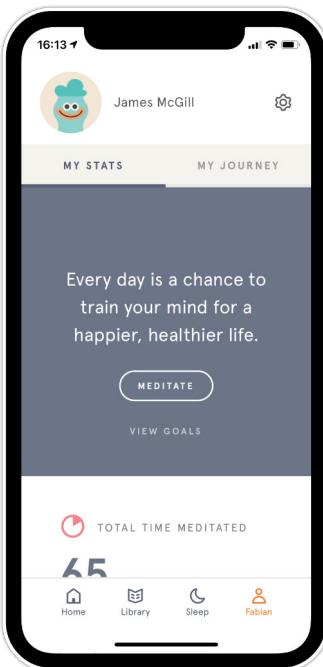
Prominente CTA-Buttons in Headspace.
